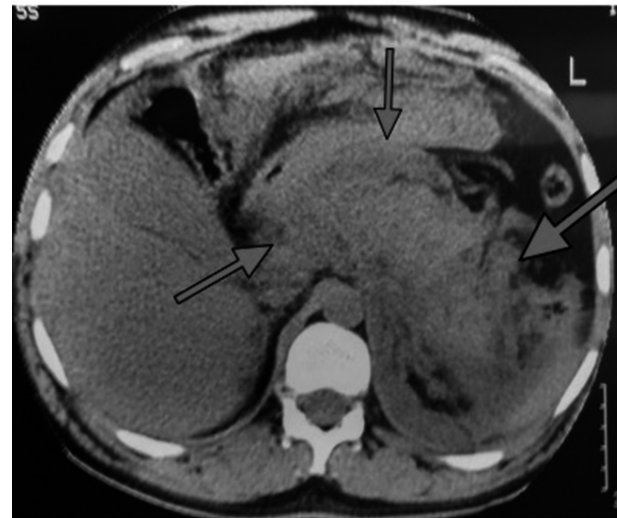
Tomografia computadorizada com coleção peri-pancreática aguda e necrose
